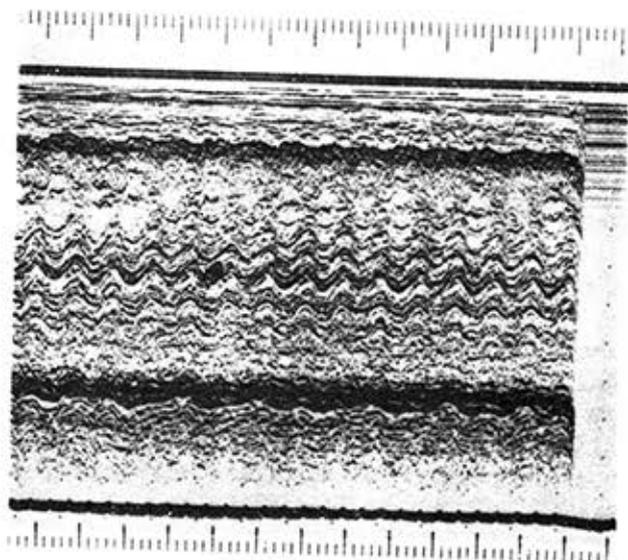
Ecocardiograma. Eje longitudinal. Sombra anecoica que mide 19 mm. Derrame pericárdico por detrás de la pared posterior del ventrículo izquierdo.
